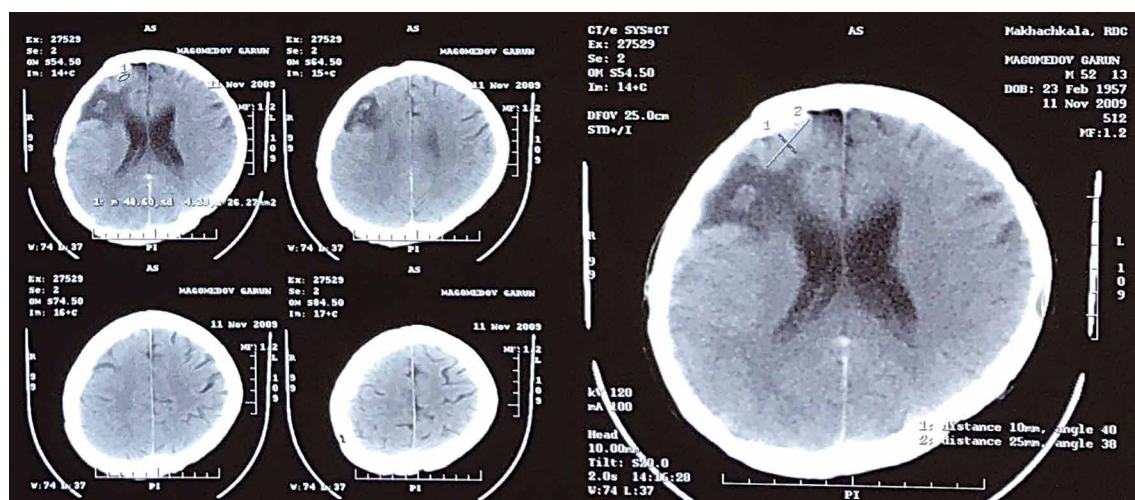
МСКТ головного мозга (аксиальная проекция), 2009 г.
